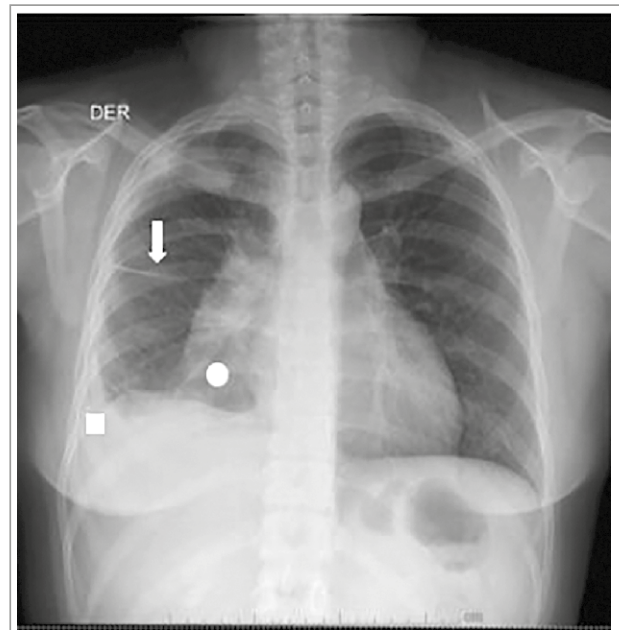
Radiografía de tórax en proyección posteroanterior que demuestra una opacidad paramediastínica derecha (círculo), un velamiento del receso costofrénico lateral (cuadrado) y un aumento en el grosor de la cisura menor (flecha) en un paciente con sospecha de empiema pleural.
